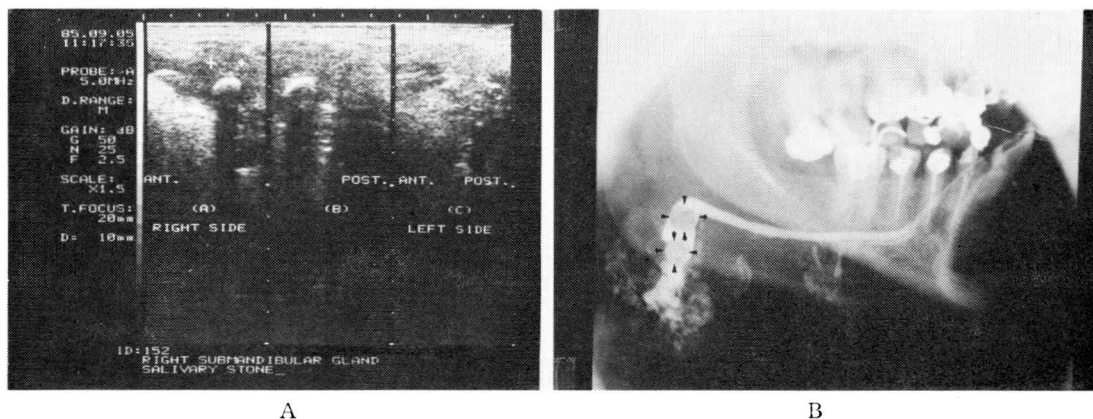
A: 腺体内唾石 いわゆるエコー診断法により腺体内の唾石が確認できる。
